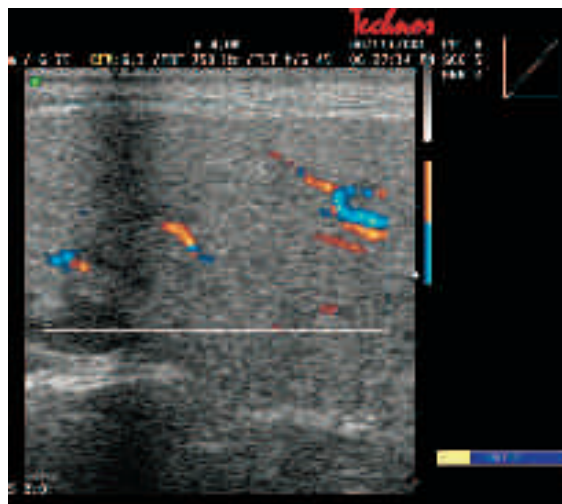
Sialoadenite acuta di lieve entità. La parotide si presenta modicamente aumentata di volume, il margine ghiandolare posteriore è ancora ben definito. Il parenchima presenta un'ecostruttura finemente disomogenea. L'esame color-Doppler evidenzia iperemia del parenchima con vasi lievemente dilatati a decorso lineare.
